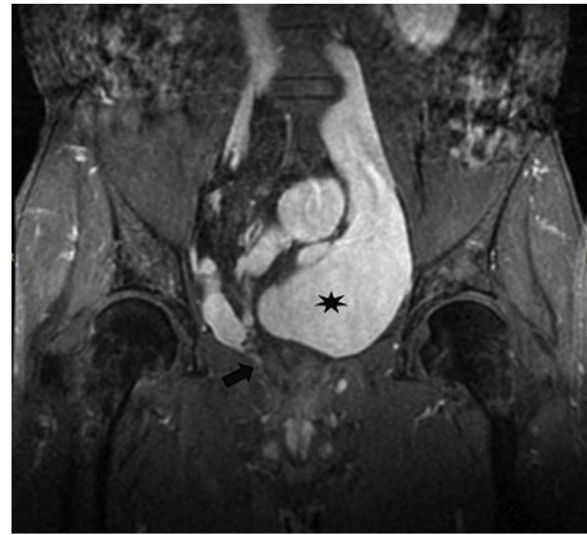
RMN pélvica en corte coronal con secuencia LAVA. Se visualizan el recto colapsado (flecha) y variz rectal adyacente (asterisco).
